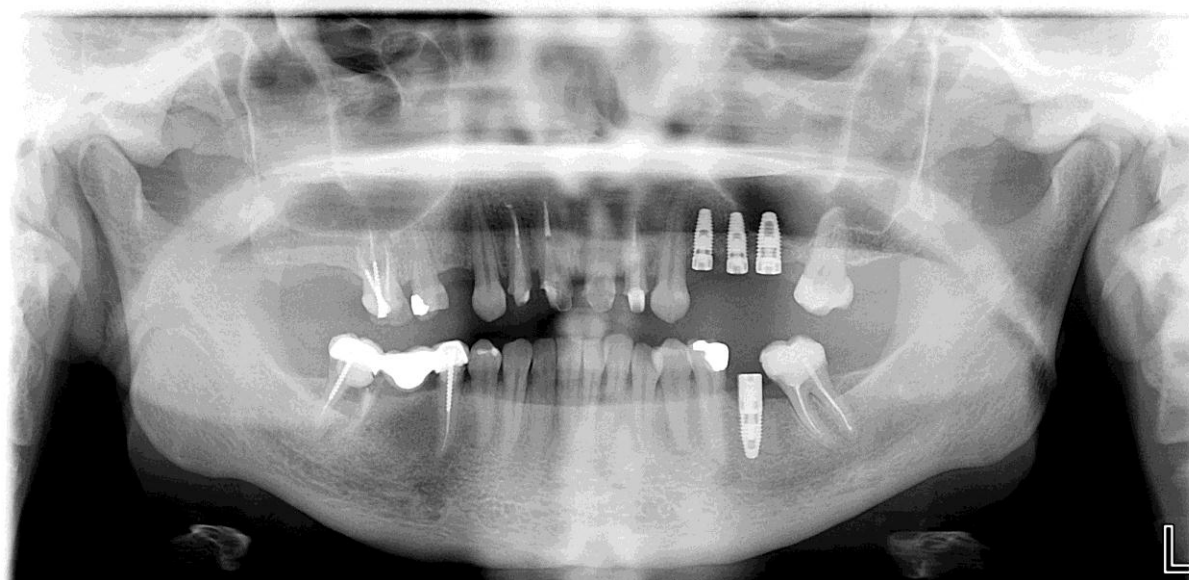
ortopantomografia realizada a 9-2-2011
